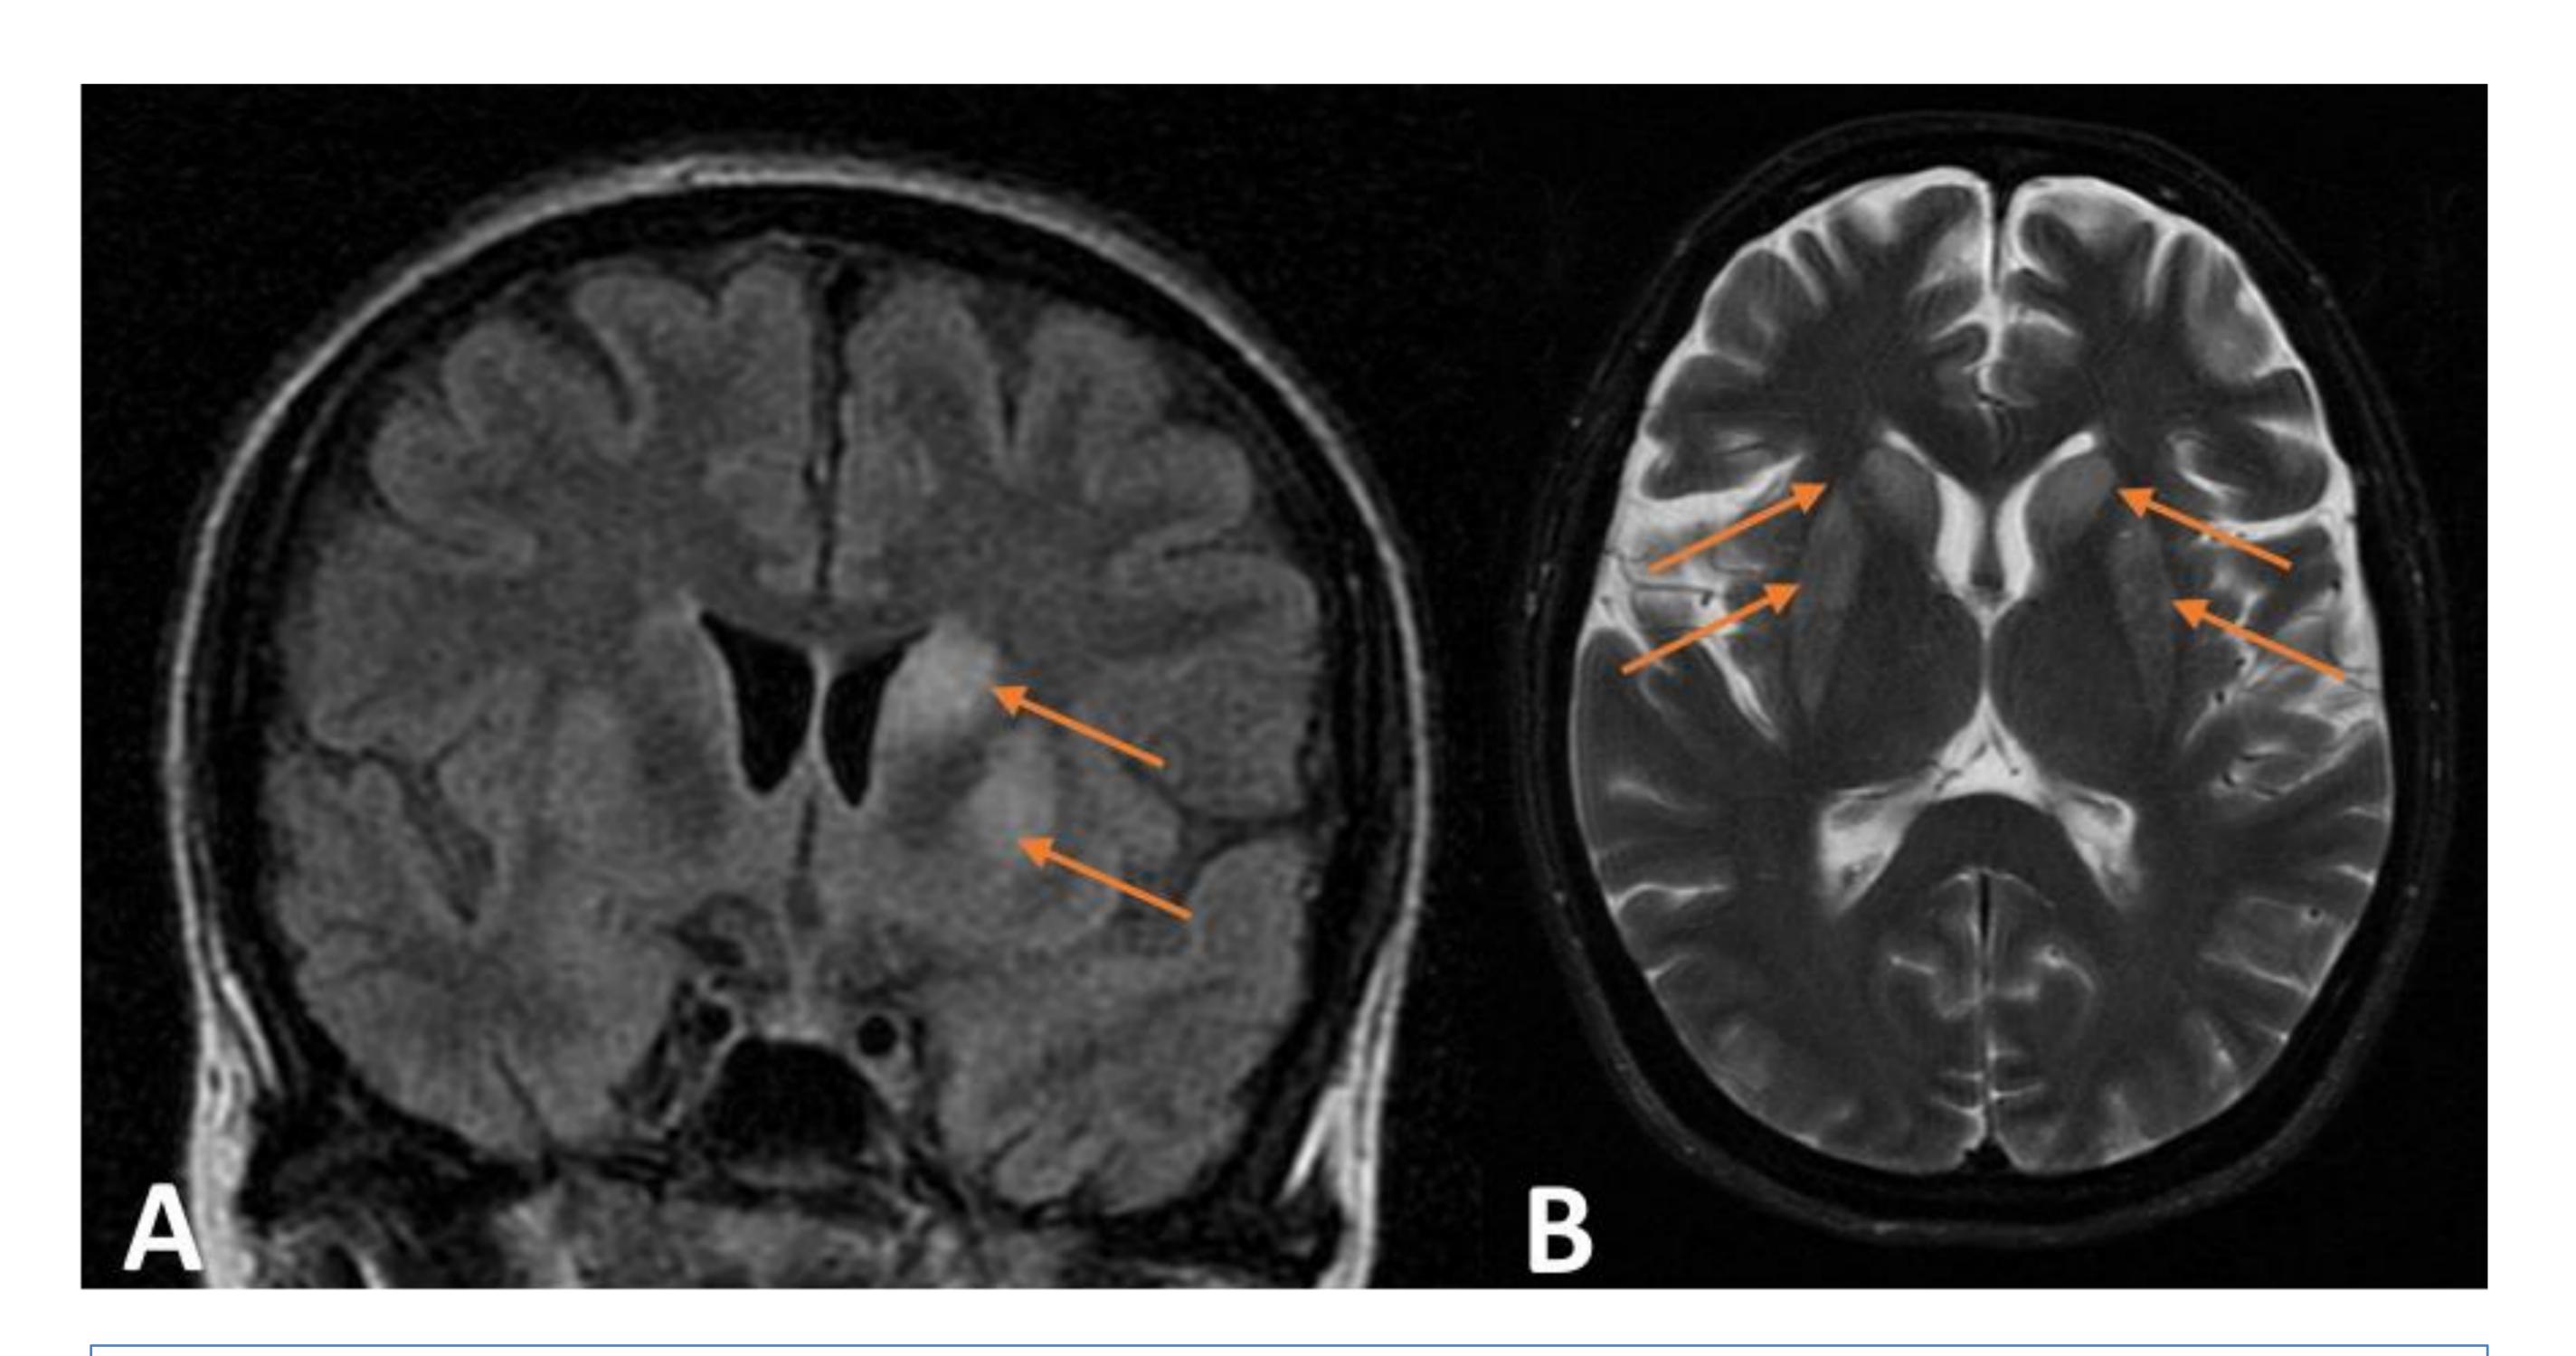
Encefalopatía hipóxica isquémica difusa. Una mujer de 53 años con hipertensión pulmonar primaria se sometió a TP bilateral. Las figuras A (FLAIR coronal) y B (Axial T2) muestran: hiperintensidades simétricas bilaterales tanto en el caudado como en putamen.
